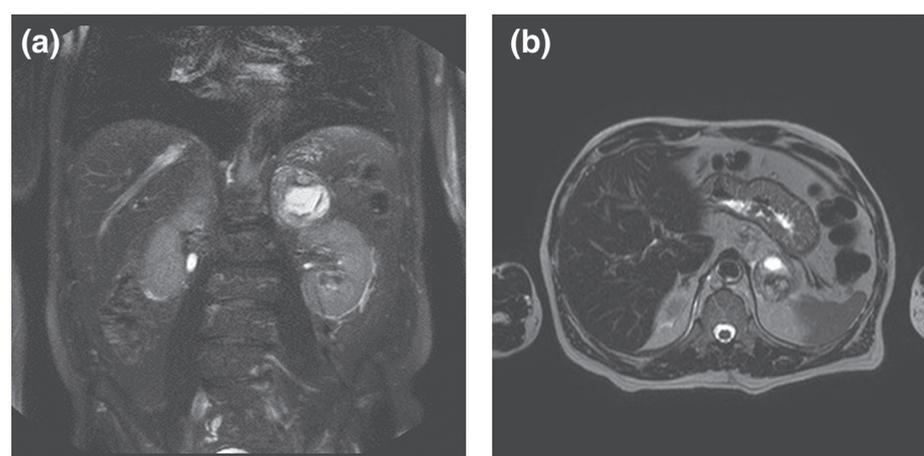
Imagen de resonancia magnética de junio de 2021 que muestra secuencias de Turbo Spin Echo (TSE) ponderadas en T2 que demuestran el crecimiento del intervalo y los componentes irregulares de la masa suprarrenal izquierda. a, vista coronal. b, vista axial.
